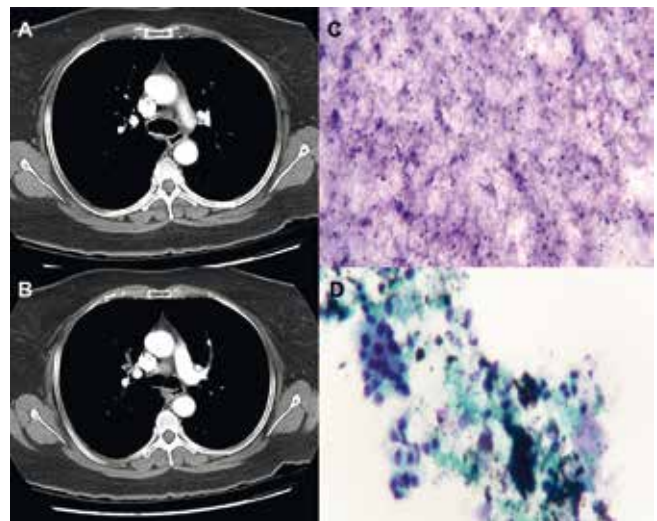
A, B. Tomografía axial computarizada de tórax donde se aprecian las adenopatías pre y subcarinales. C. Coloración de Diff-Quick con presencia de linfocitos maduros 50 x CAP; muestra adecuada del ganglio linfático. D. Coloración de Papanicolaou. Citología en base líquida (BD CytoRich) linfocitos maduros, histiocitos y pigmento antracótico. Negativo para malignidad.
